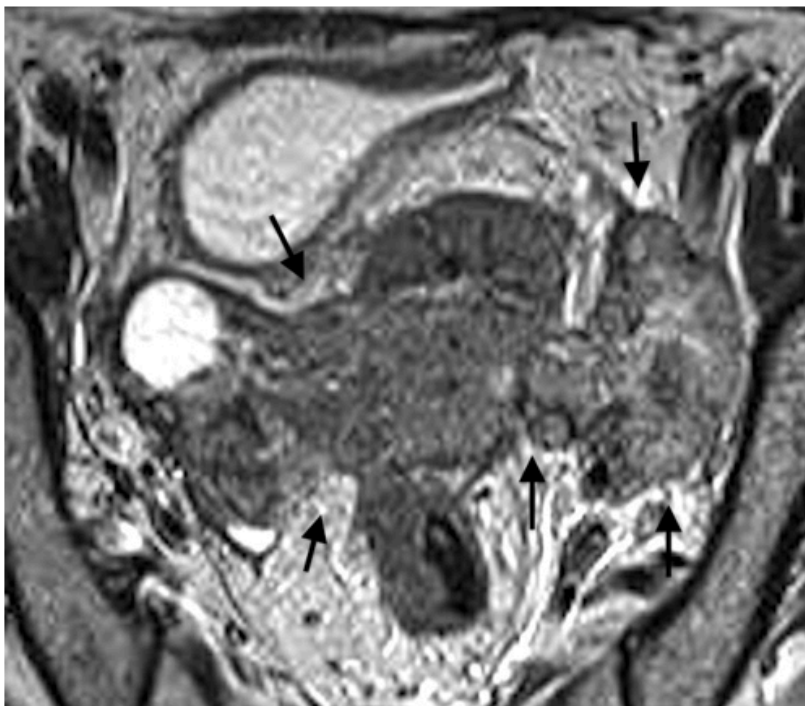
Магнитно-резонансная томограмма органов малого таза у больной раком шейки матки (T2 взвешенное изображение в проекции, перпендикулярной матке), стрелками указан опухолевый конгломерат, вовлекающий тело матки, маточные трубы, правый яичник и сливающийся с метастатически измененными лимфатическими узлами левой подвздошной области
